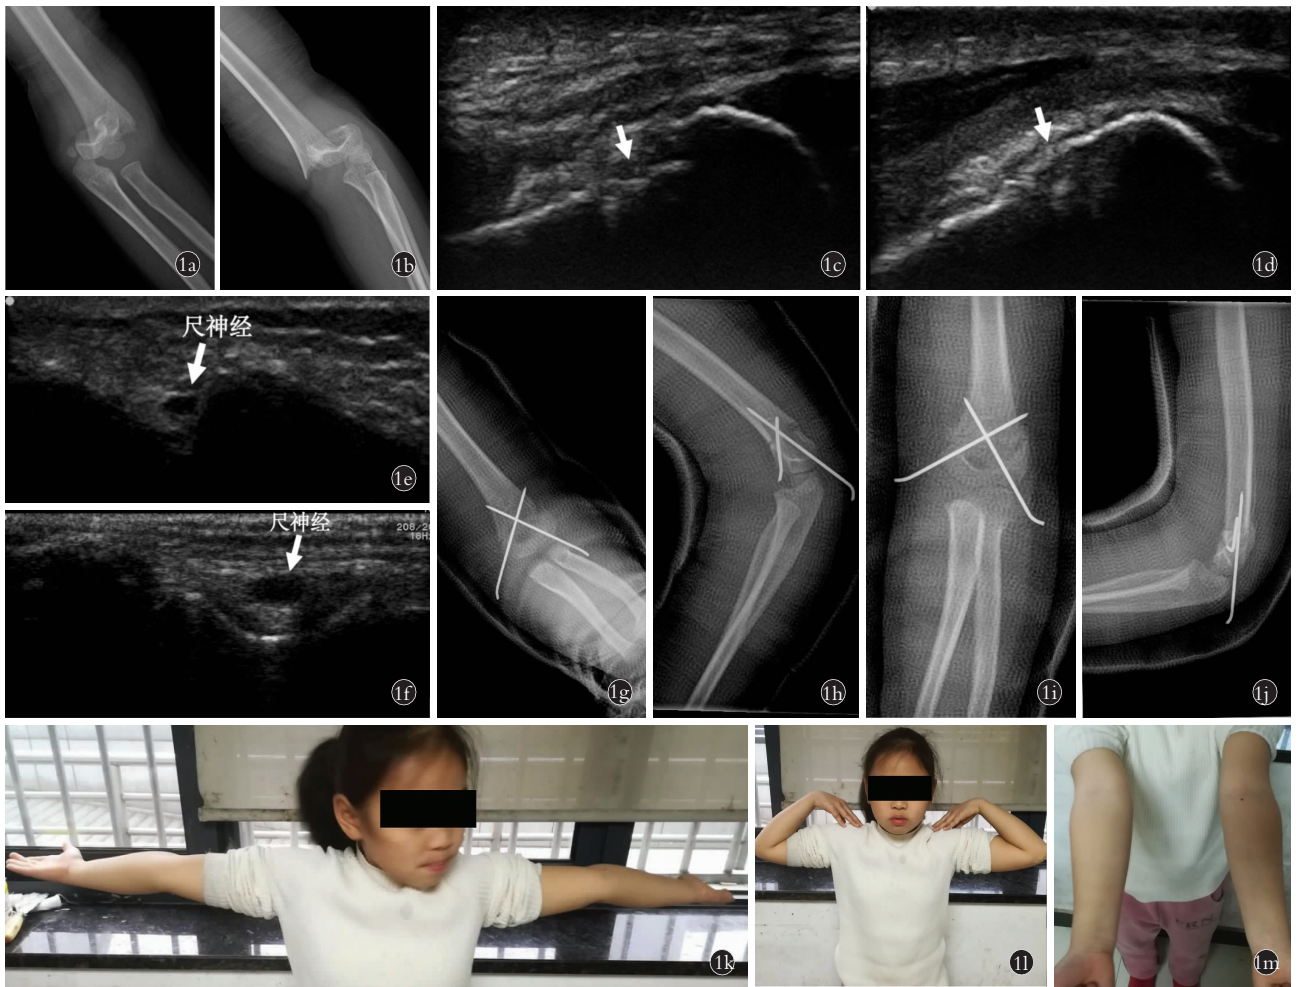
患儿,女,6岁,左侧肱骨髁上骨折 Gartland III型 1a. 术前正位 X 线片示骨折远近端重叠 1b. 术前侧位 X 线片示断端错位,远骨折端向后移位 1c. 术中肱骨内侧面超声示断端错位,远骨折端向尺侧移位(箭头所示) 1d. 术中肱骨内侧面超声示骨折断端复位,对位对线良好(箭头所示) 1e. 术中肘尺关节内侧面超声示尺神经位置稳定(箭头所示) 1f. 术中肘尺关节矢状面超声可清楚显示尺神经(箭头所示) 1g. 术后 2 d 正位 X 线片示 2 枚克氏针交叉固定 1h. 术后 2 d 侧位 X 线片示断端对位对线良好 1i. 术后 1 个月正位 X 线片示有骨痂形成,骨折线模糊 1j. 术后 1 个月侧位 X 线片示力线正常 1k,1l,1m. 术后 12 个月肘关节伸直位、屈曲位、前臂旋后位外观照
